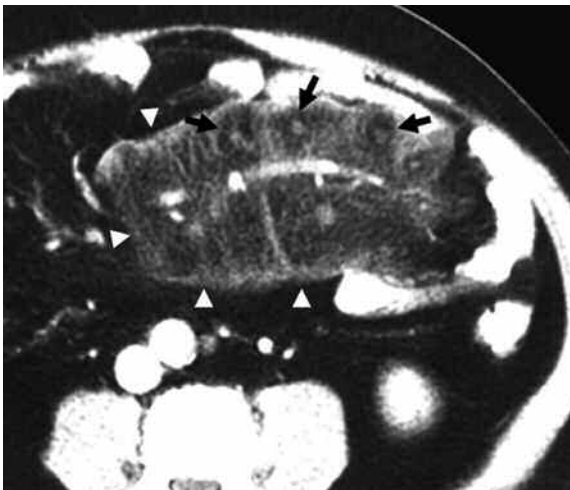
Signo del Halo Graso en una paciente de 43 años de sexo femenino con Paniculitis Mesentérica. Tomografía computada helicoidal de abdomen obtenida tras la administración de contraste oral y endovenoso donde se observa aumento difuso de la densidad del tejido adiposo a nivel mesentérico (cabeza de flechas). Nótese la presencia de un halo de baja densidad (Signo del Halo Graso) rodeando los ganglios y vasos mesentéricos (flechas). Imagen cortesía Dr. Pablo Cikman.
